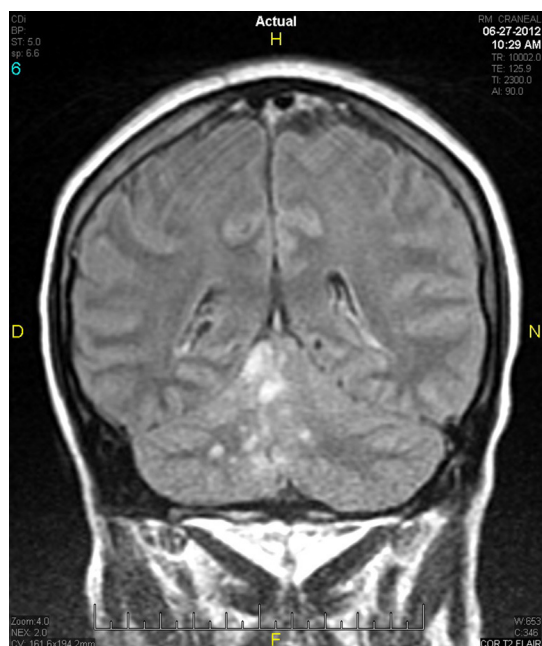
Lesiones parenquimatosas tipo nodular en secuencia T2 Flair en territorio de la cerebelosa superior derecha en RMN.
